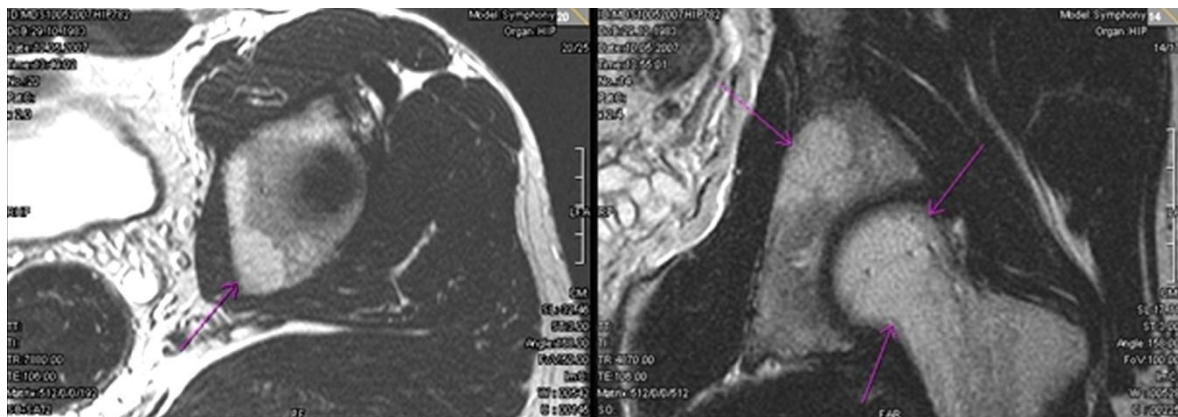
МР томография, аксиальный и корональный срезы области тазобедренных суставов Т2 ВИ. Отмечены зоны гиперинтенсивного сигнала, обусловленные повышенным содержанием жировой ткани. Вариант нормы
